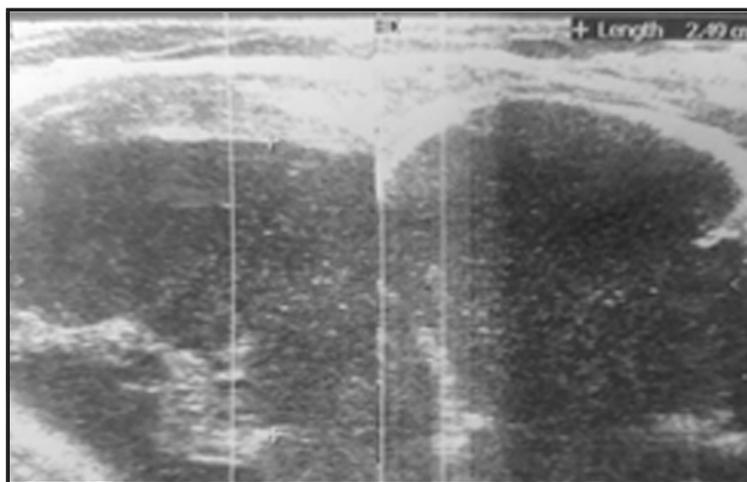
Ultrasound examination of the formation
